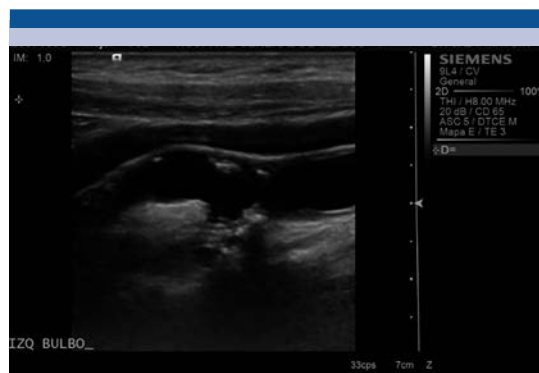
Ultrasonido en escala de grises, donde se identifica placa ulcerada, localizada en la pared posterior del bulbo carotídeo izquierdo.
